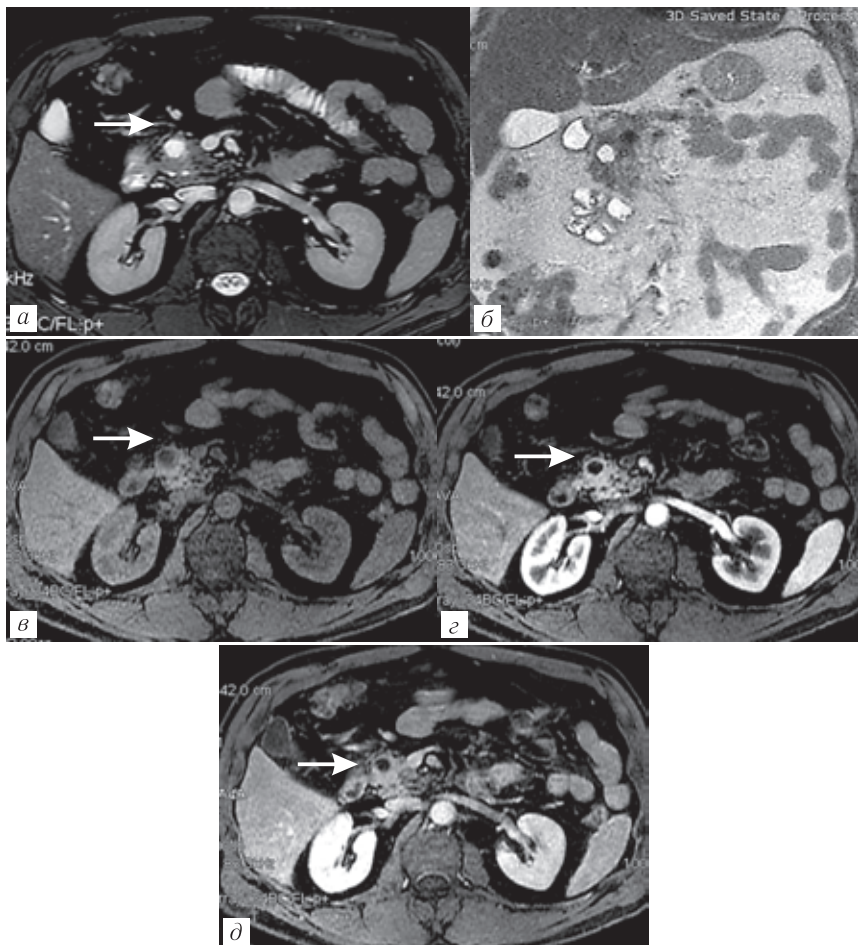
Пациент Л., 66 лет. Кистозный тип НЭО в головке ПЖ (Grade1). Случайная находка. Повышение уровня хромогранина А в крови. МРТ с внутривенным контрастированием. Гиперинтенсивный сигнал на T2-ИП FIESTA с подавлением сигнала от жира в аксиальной плоскости (а) и на T2-ВИ в коронарной плоскости (б), гипоинтенсивный на T1-FatSat (в), как от жидкости. Интенсивное накопление контрастного препарата тонкой капсулой в артериальную фазу (г) с умеренным равномерным вымыванием контраста в портальную фазу (д)
